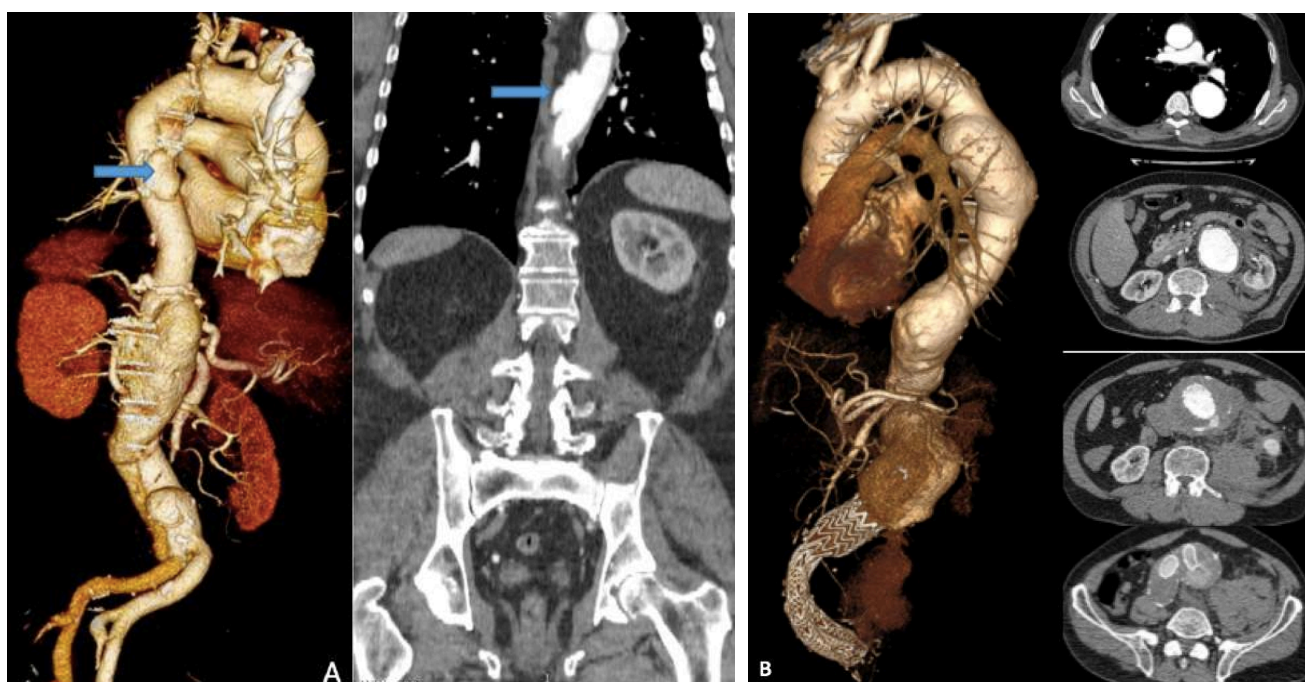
МСКТ аорты пациента с аневризмой ТАА III типа по Crawford после протезирования НГА, стрелкой указана зона дистального анастомоза
